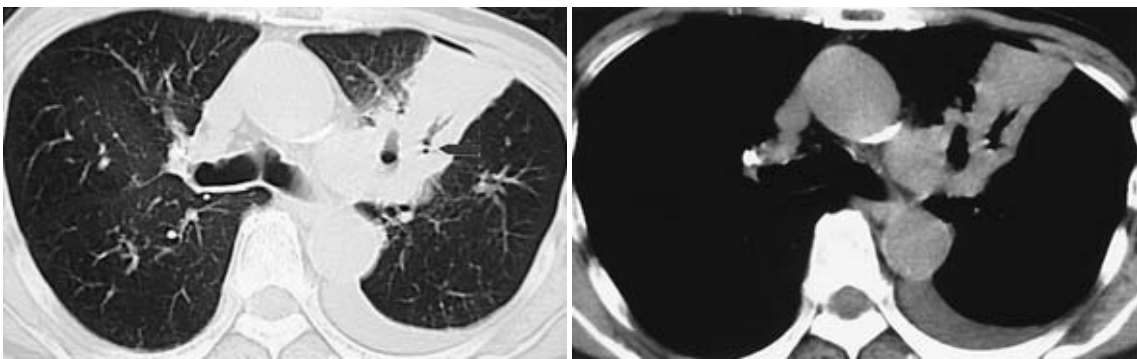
(B) Chest CT scan on August 5, 2005 showing a well defined mass lesion containing an air bronchogram and a bubble-like appearance (arrow) in the left upper lobe and left pleural effusion.
